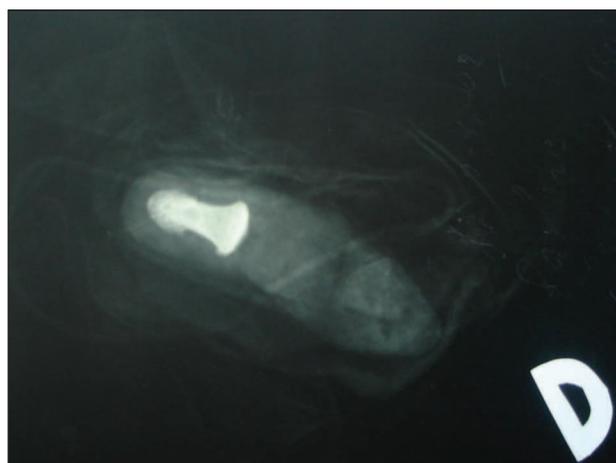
Рентгенография ампутата. Пациент П., 39 лет
